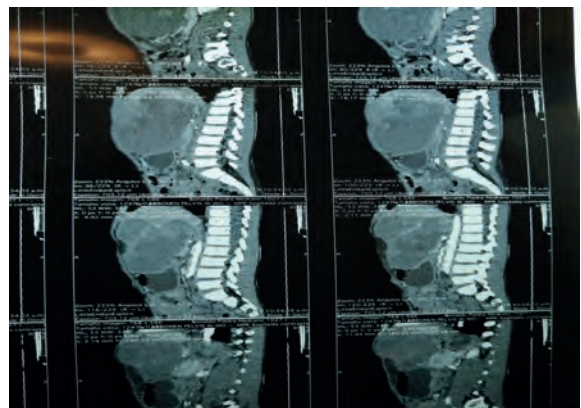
Sagital de tomografía en fase contrastada, masa hipodensa, septada, de pared gruesa y reforzamiento de la misma a la aplicación medio de contraste Fuente: cortesía Dr. Agustín González Maldonado, Médico radiólogo.
